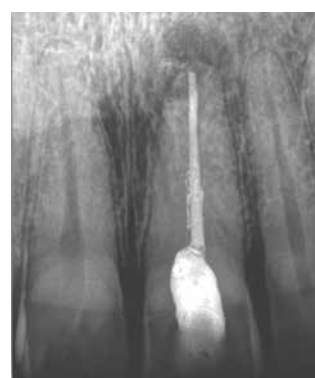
Raio-X Periapical Pós-operatório.
